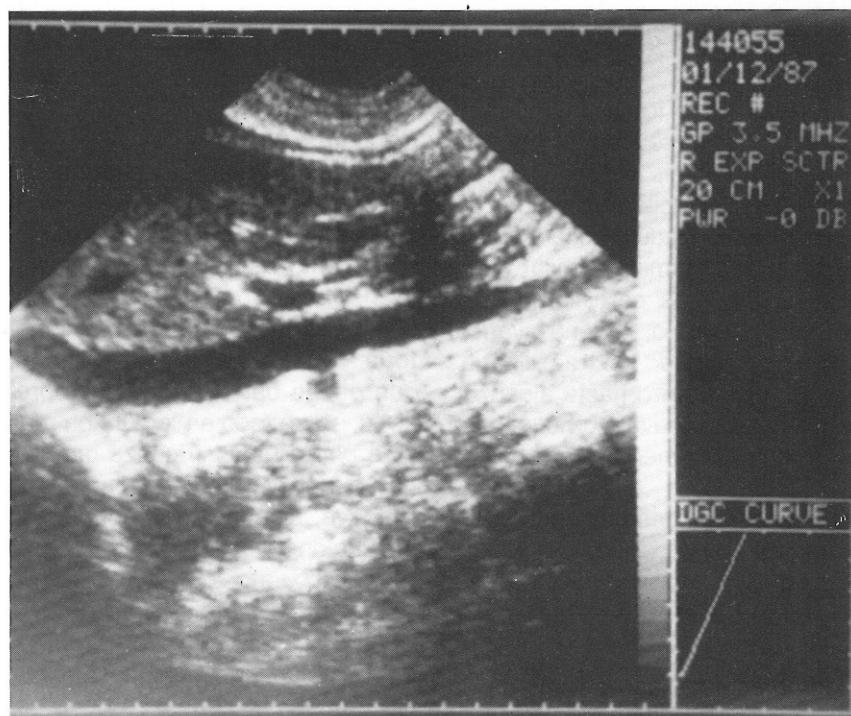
Ecografía Abdominal postoperatoria. Vena cava inferior libre.
